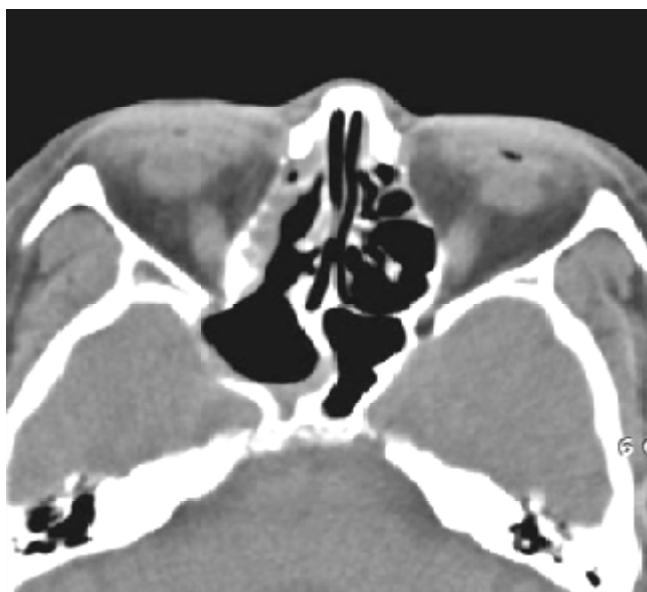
TDM du massif facial en coupe axiale : aspect post-opératoire après marsupialisation d'une mucocèle sphénoïdale droite [35].
